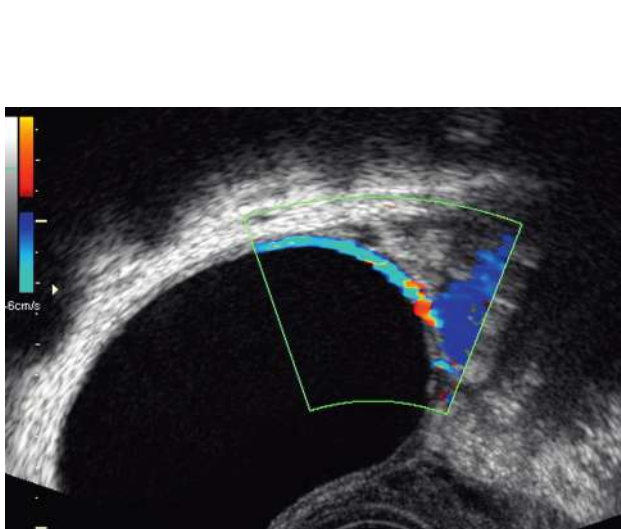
Corps jaune kystique. Début de grossesse et kyste séreux de 7 cm. La présence d'un flux Doppler dans la paroi est en faveur d'un kyste lutéinique.
